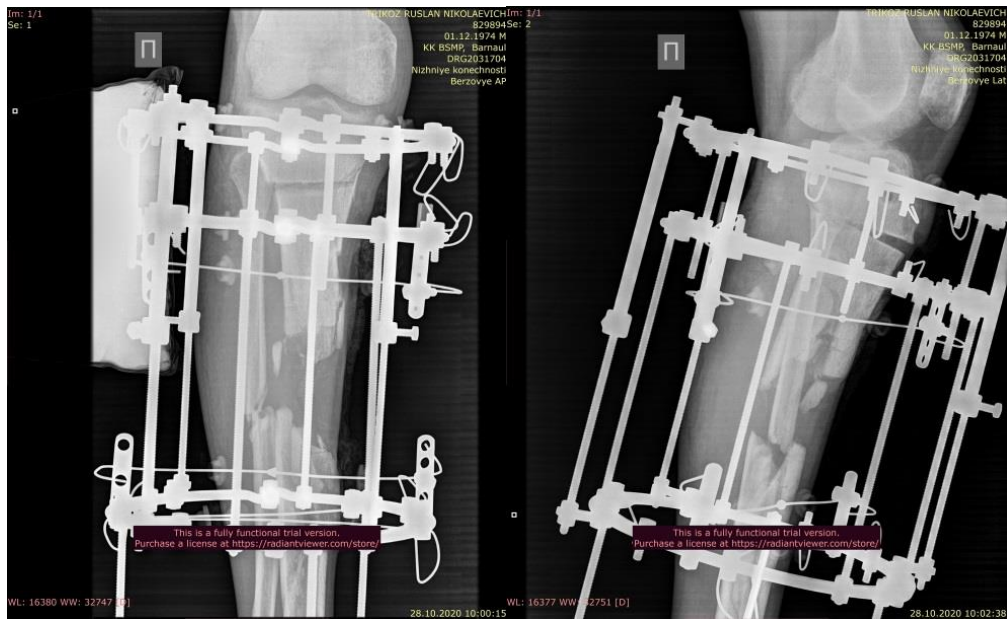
Рентгенограммы правой голени пациента Т., после удлиняющей остеотомии проксимального фрагмента большеберцовой кости
